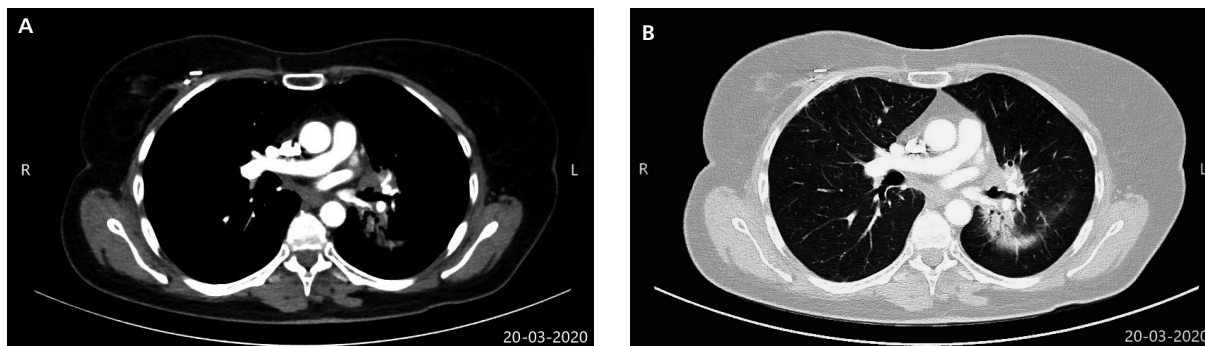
TK klatki piersiowej, jamy brzusznej i miednicy po dożylnym podaniu kontrastu — badanie wykonane 3 miesiące po rozpoczęciu immunoterapii. We wnętrzu płuca lewego zmiana nowotworowa przedstawia się podobnie jak w badaniu wykonanym przed rozpoczęciem leczenia — nadal obecne cechy niedodmy. Stabilizacja choroby wg RECIST 1.1. A. Okno śródpiersiowe; B. Okno płucne
